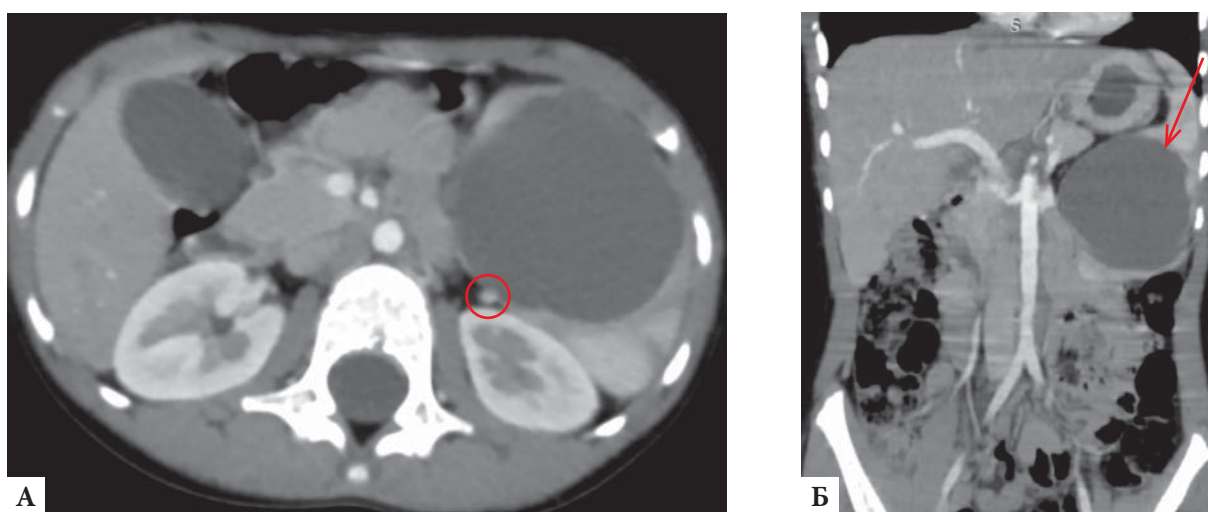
МСКТ с контрастированием. А — аксиальный, Б — фронтальный срез. Кругом отмечен артериальный сосуд к нижнему полюсу селезенки, на образование в нижнем полюсе указано стрелкой
